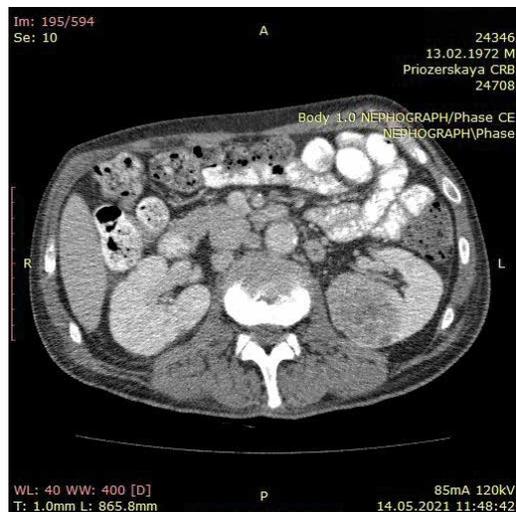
Компьютерная томография. Выявляется опухоль левой почки
